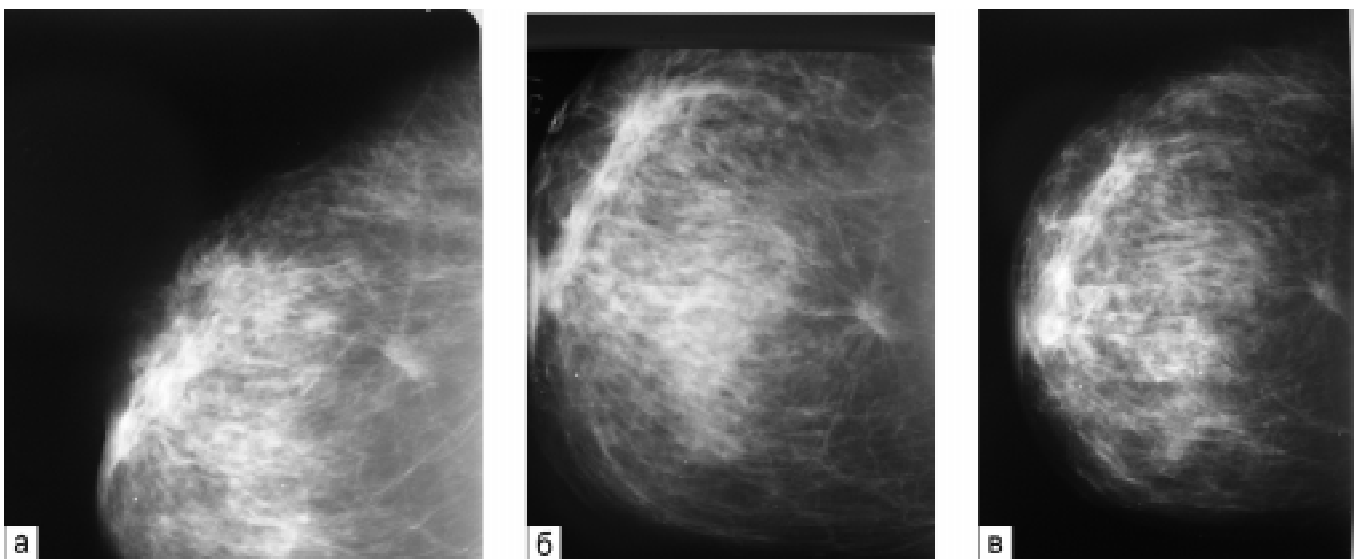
Рентгенограми лівої грудної залози хворої Д.Н.І.: а — до лікування; б — після НІХТ; в — після ХПТ
